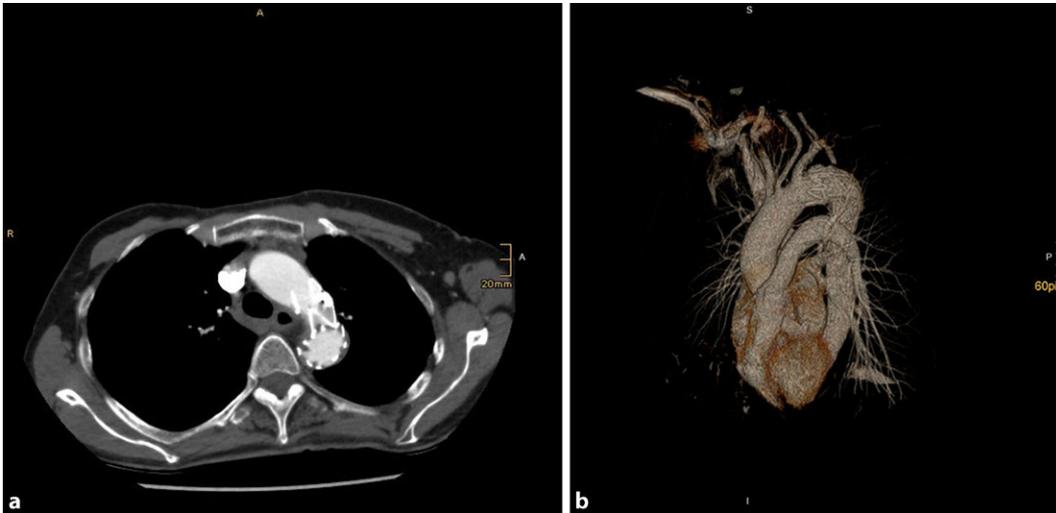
◀ Postoperatives Angio-CT mit Darstellung des eingebrachten thorakalen Stentgraftes und nicht mehr nachweisbarer Arteria lusoria
